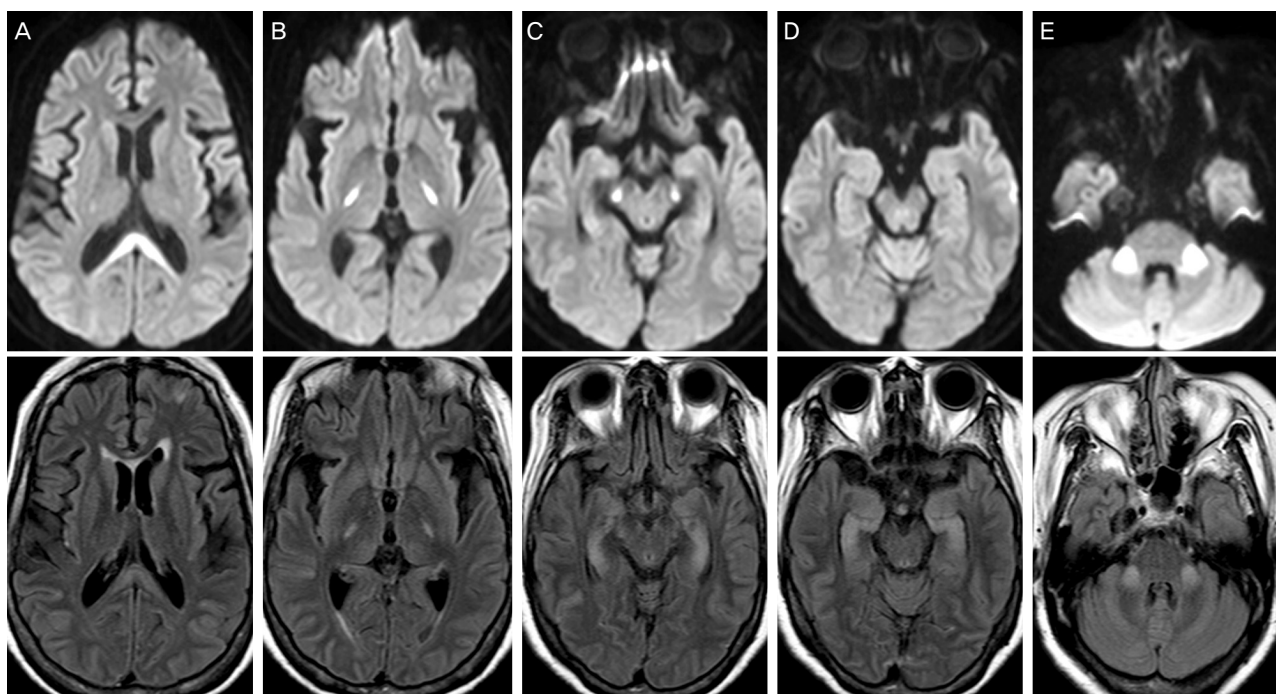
Brain magnetic resonance imaging of the patient on 6th day of admission. High signal intensities were demonstrated in splenium of corpus callosum (A), bilateral posterior limbs of internal capsule (corticospinal tract) (B), bilateral cerebral peduncles of midbrain (C), bilateral hippocampi (D), and bilateral cerebellar peduncles (E) on diffusion weighted (upper figures) and FLAIR images (lower figures).
